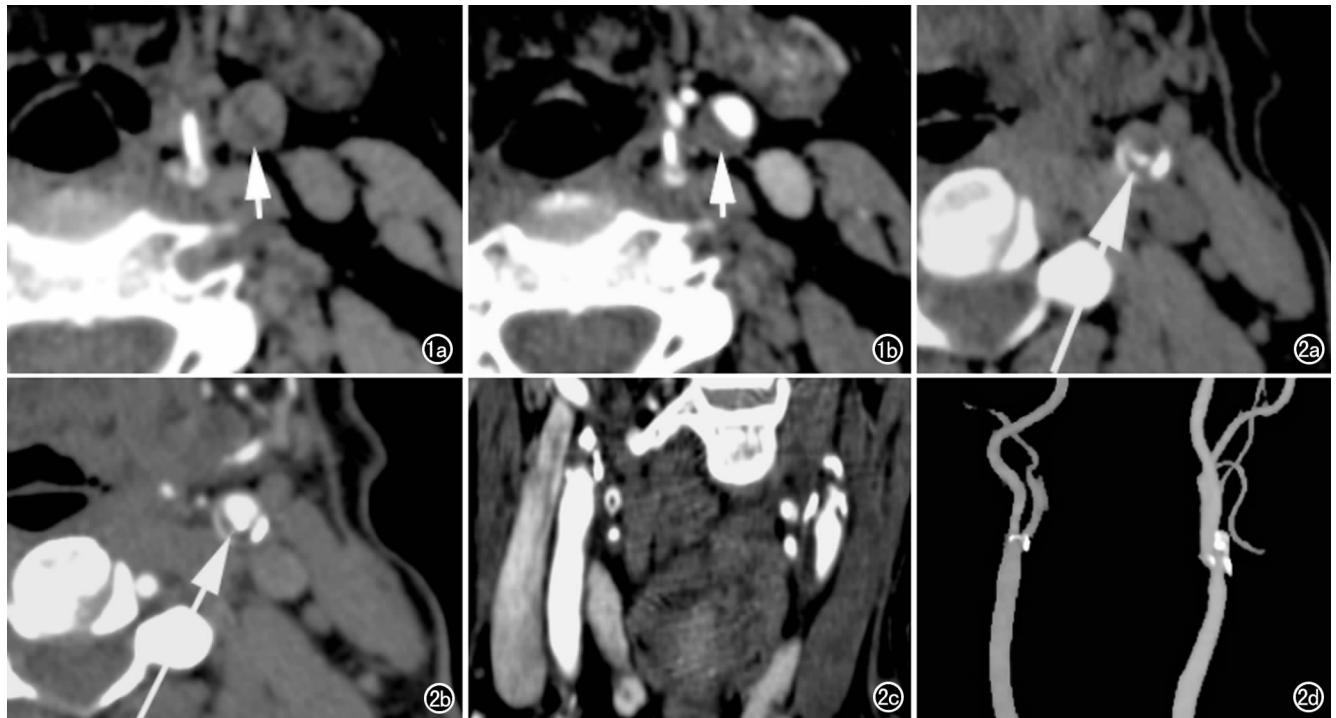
颈部 CTA 横断面示左侧颈动脉低密度软斑块影(箭),管腔狭窄约 30%,斑块处增强前、后血管壁的变化情况。a) CT 横断面平扫; b) CTA 横断面。图2 左侧颈动脉管壁混合型斑块(箭),斑块处增强前、后管壁明显强化。a) CT 平扫图; b) CTA 横断面; c) 颈动脉冠状面 MPR 图; d) MIP 图,显示左侧颈动脉分叉处混合型斑块,管腔中度狭窄。
